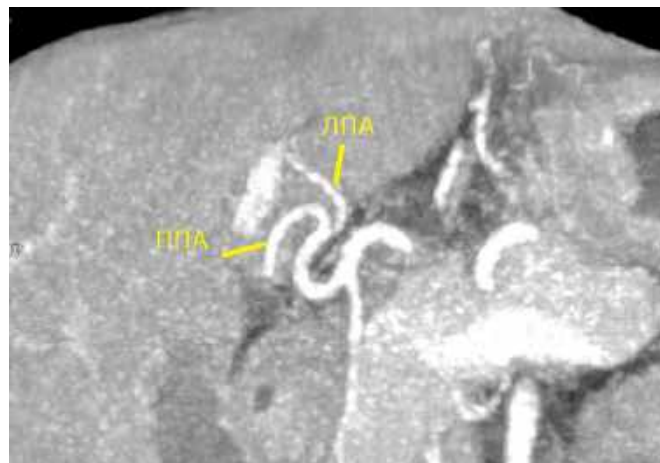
Передопераційна КТ-ангіографія в коронарній площині: класичний варіант артеріальної анатомії печінки (тип I за Michels) (ЛПА – ліва печінкова артерія, ППА – права печінкова артерія)
